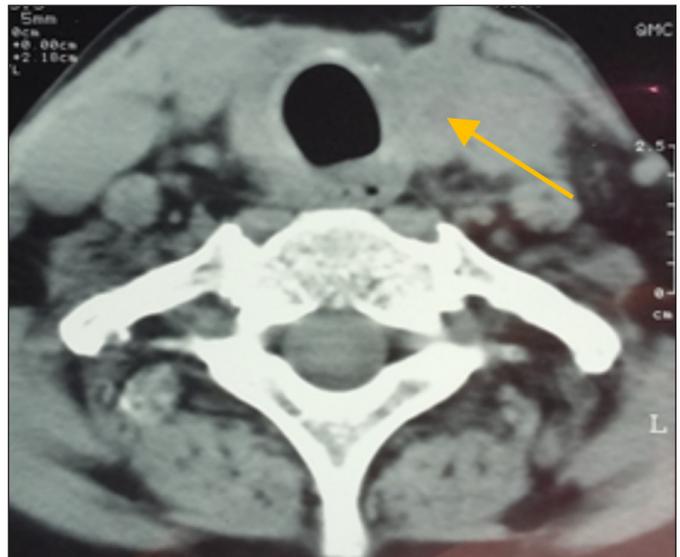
TC cervical pós cirurgia: tireoidectomia parcial do lobo esquerdo; dimensões transversais da traqueia conservadas com o seu calibre mantido.
